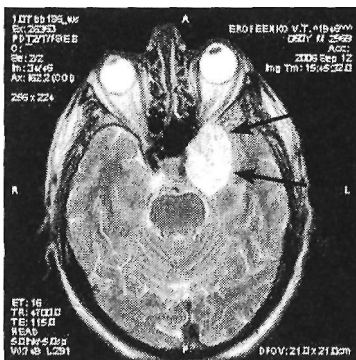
МРТ головного мозга больного Е., 60 лет с диагнозом менигеома крыла основной кости: в медиобазальных отделах левой височной области выявляется неоднородное образование 39X31^x39 мм, прилегающее к внутренней сонной артерии
